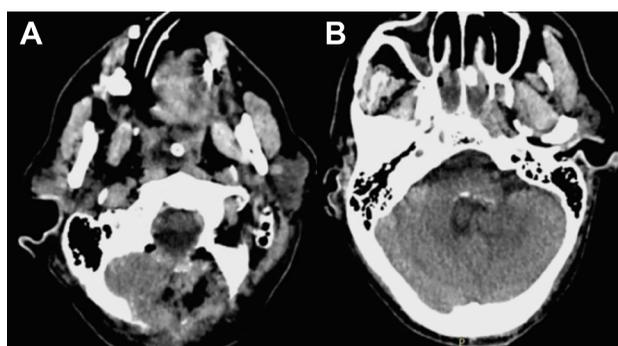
TC axial de control que evidencia resección completa.
